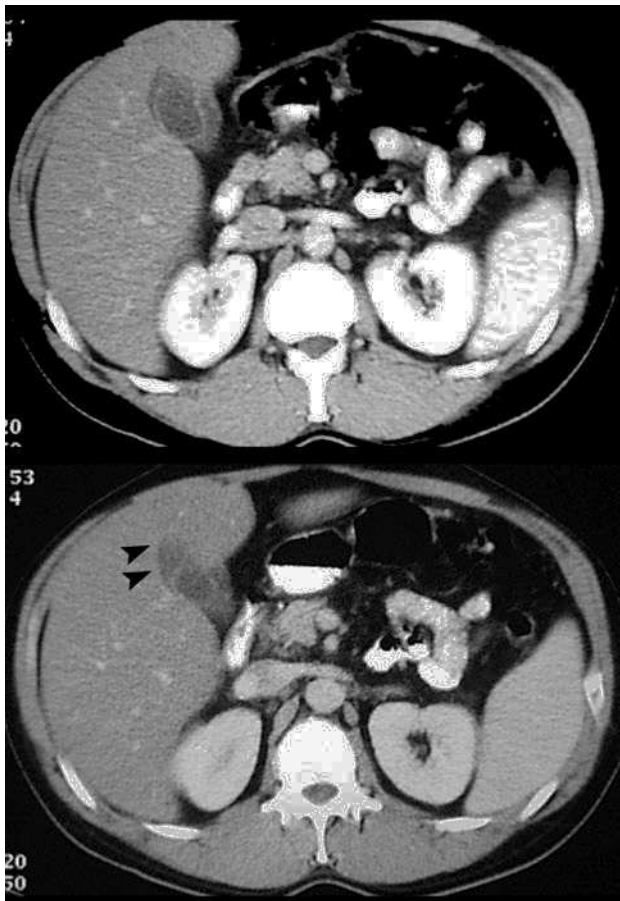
Tomografía computarizada abdominal. Se aprecian una vesícula biliar con pared engrosada y una zona de hipodensidad localizada en el parénquima hepático adyacente que se interpretó como líquido perivesicular (flechas).
